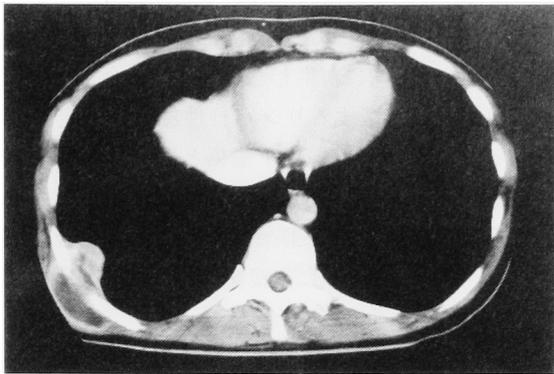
(case 1) CT scan showed a low density mass enhanced peripherally at the right chest wall.
